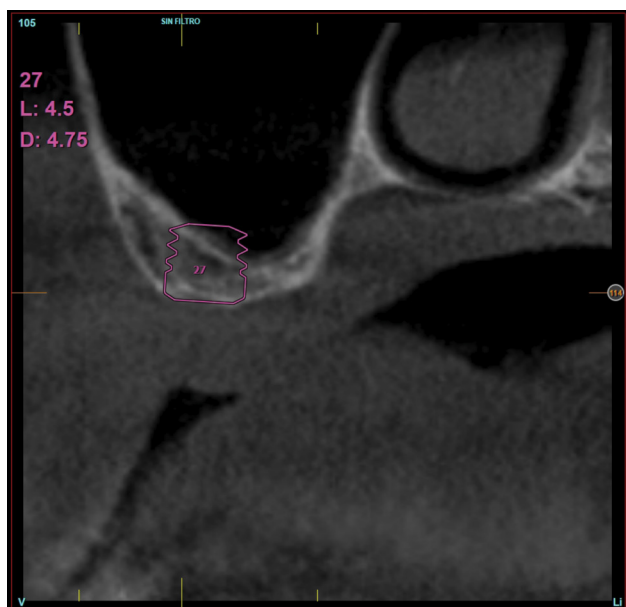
Cortes del CBCT de planificación tras la regeneración del alveolo de la zona 26. Se observa un volumen óseo residual en altura de 3,4 mm, siendo más uniforme en esta ocasión en toda la zona de la cresta. Se planifica un implante de 4,5 mm de longitud y 4,75 mm de diámetro.
